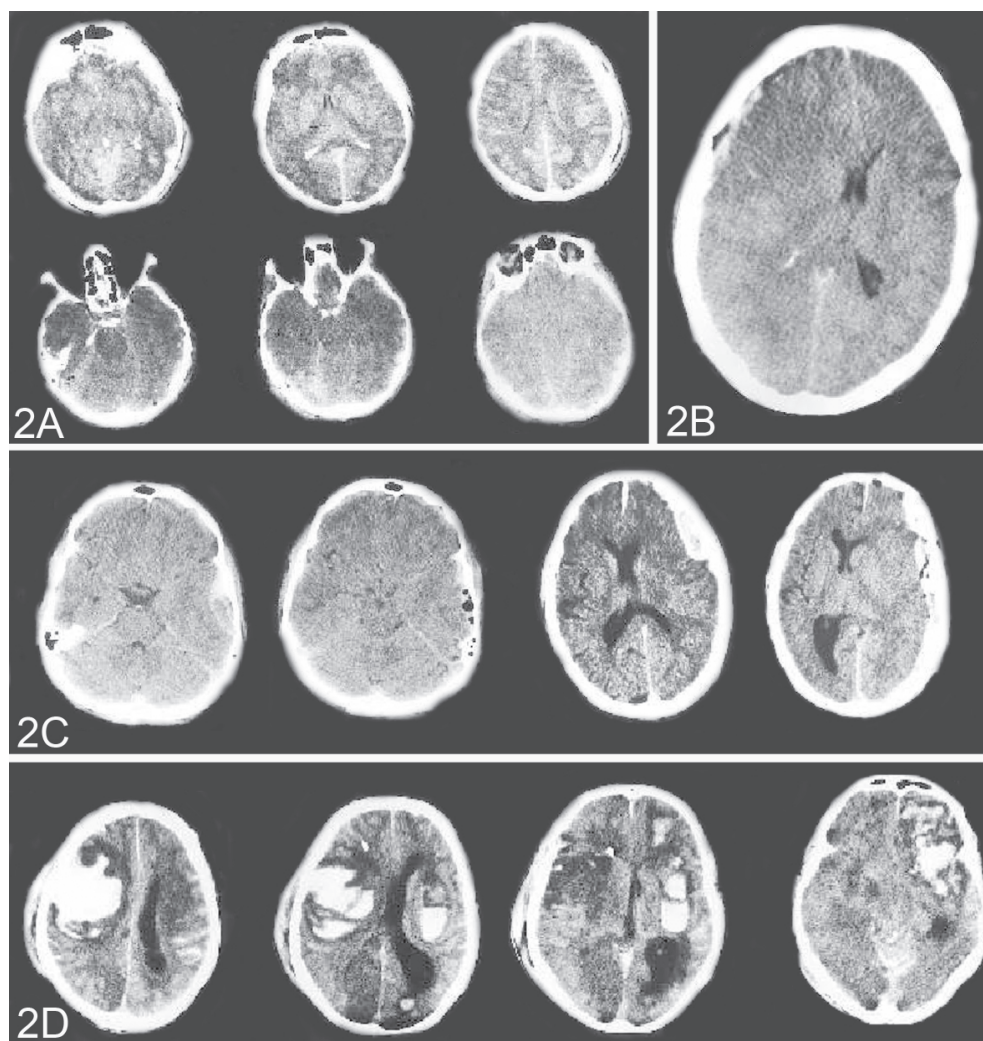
Tomografía Axial Computarizada Cerebral de pacientes con diferentes grados de lesiones. A. Lesión difusa tipo III. Línea media centrada con desviación igual o inferior a 5 mm. B. Lesión difusa tipo IV. Se observa la desviación de la línea media superior a 5 mm. C. Lesión focal evacuada. Lesión evacuada quirúrgicamente. D. Lesión focal no evacuada. Lesión con volumen superior a 25cm³ que no ha sido evacuada.
